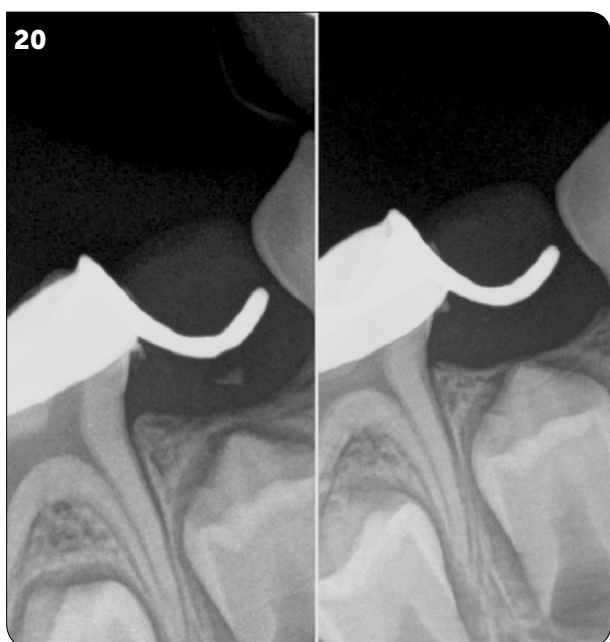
Radiographies rétroalvéolaires de contrôle à 6 mois et à 1 an.
